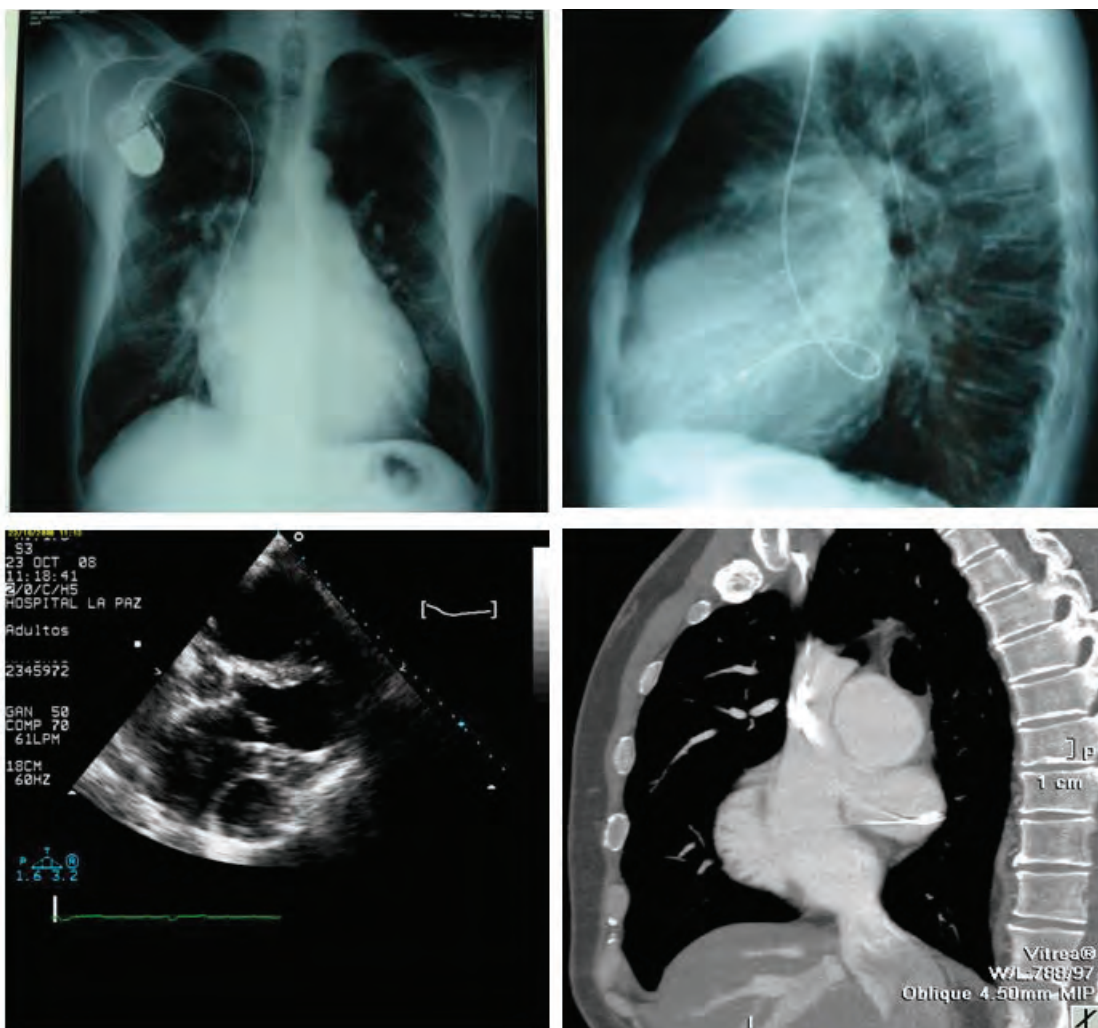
Panel superior: Radiografías de tórax PA y lateral. Panel inferior: ecocardiograma y TC torácico. Cable de marcapasos monocameral en ventrículo izquierdo debido a la presencia de una comunicación interauricular tipo seno venoso superior.
